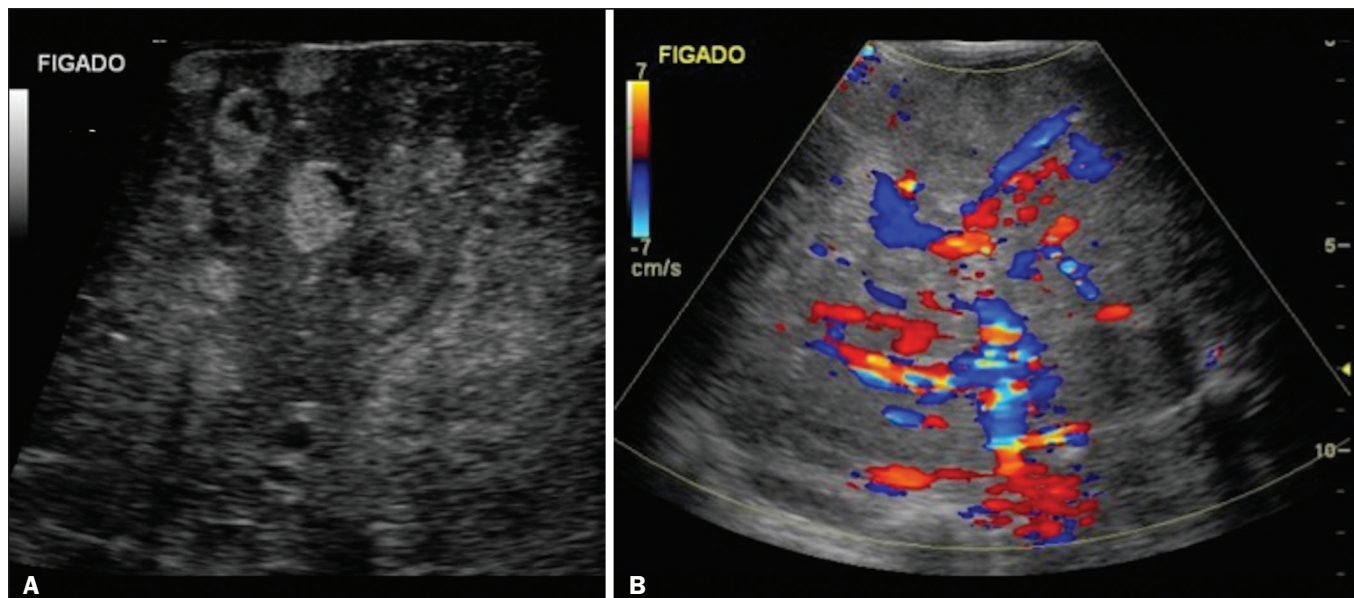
Hemangioma hepático infantil - lesões difusas. Menina de seis meses de idade. A: US modo-B mostra múltiplos nódulos hepáticos hiperecogênicos com distribuição difusa, alguns deles com pequenas áreas císticas. B: Estudo Doppler colorido revela aumento difuso da vascularização hepática.
